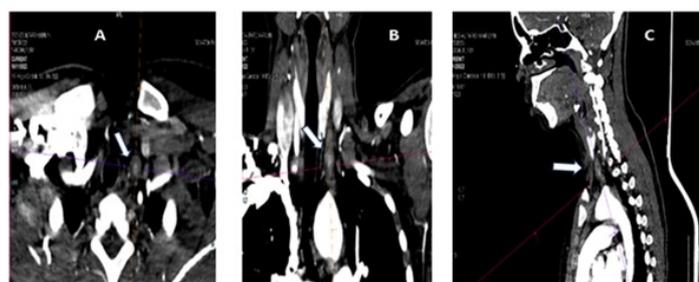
Angio-tomografía de vasos torácicos y de cuello mostrando en diferentes cortes la presencia de trombo en la carótida izquierda.
